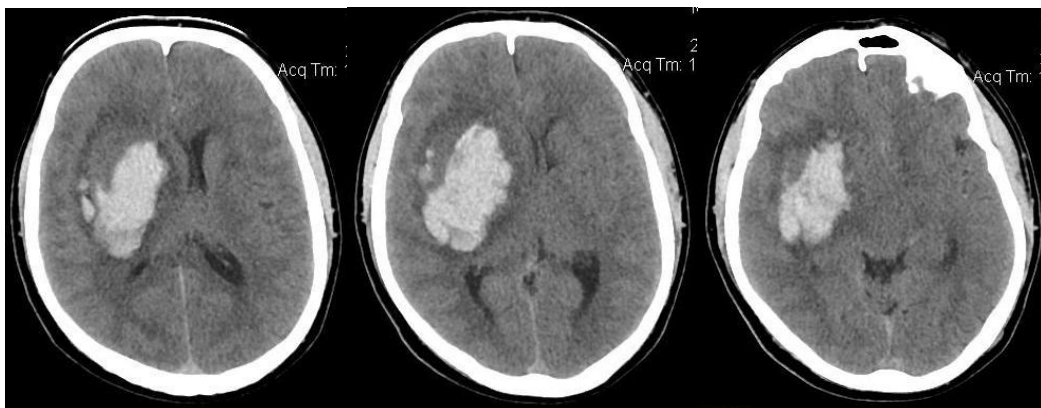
Компьютерные томограммы больного с острой правосторонней путаменальной гематомой. Объем гематомы 65 см³, поперечная дислокация 10 мм.
